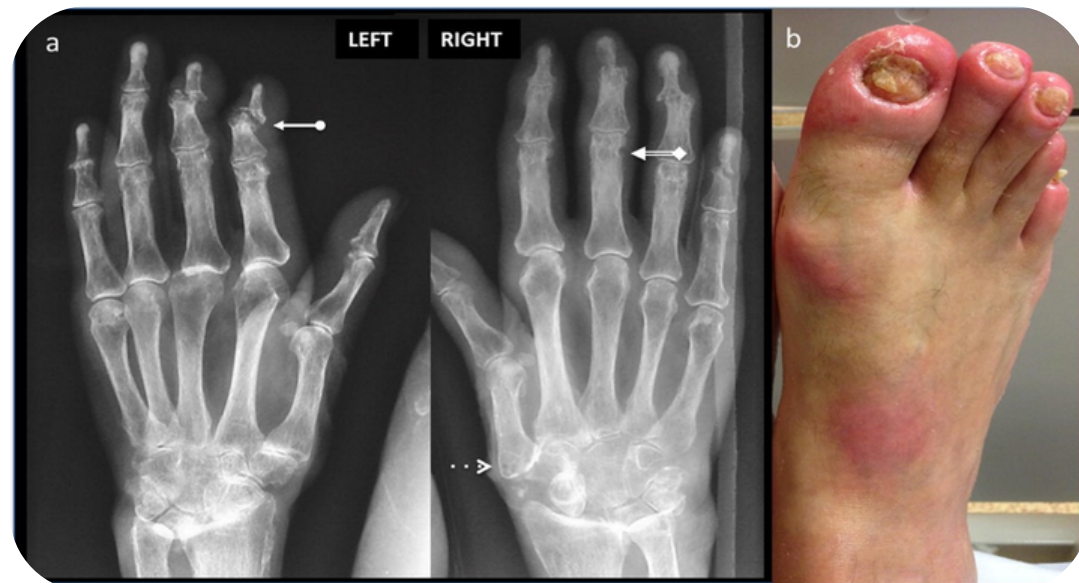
Клінічні та рентгенологічні прояви psoat
